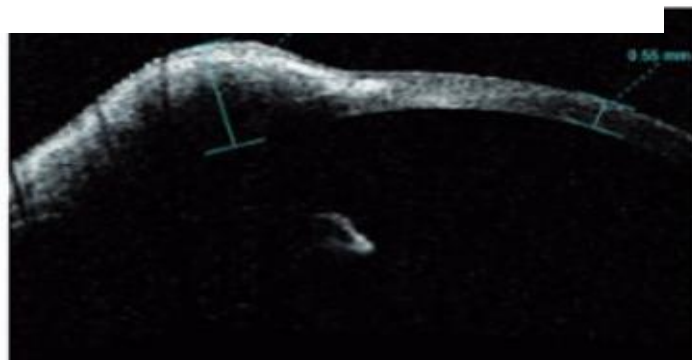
tomografía segmento anterior que muestra compromiso corneal.
